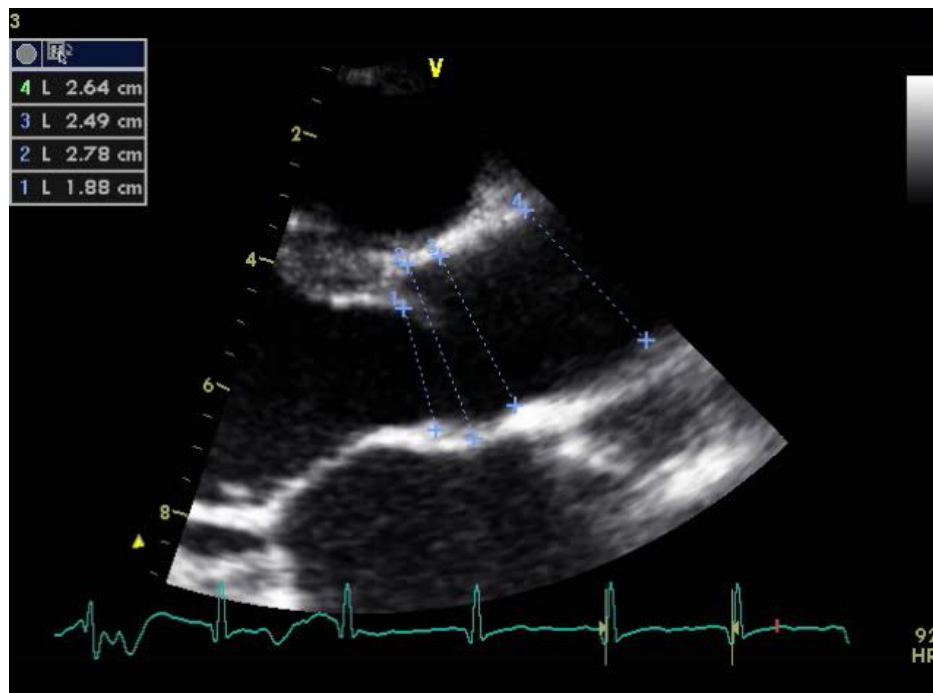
Différents diamètres de l'aorte en coupe parasternale grand axe
